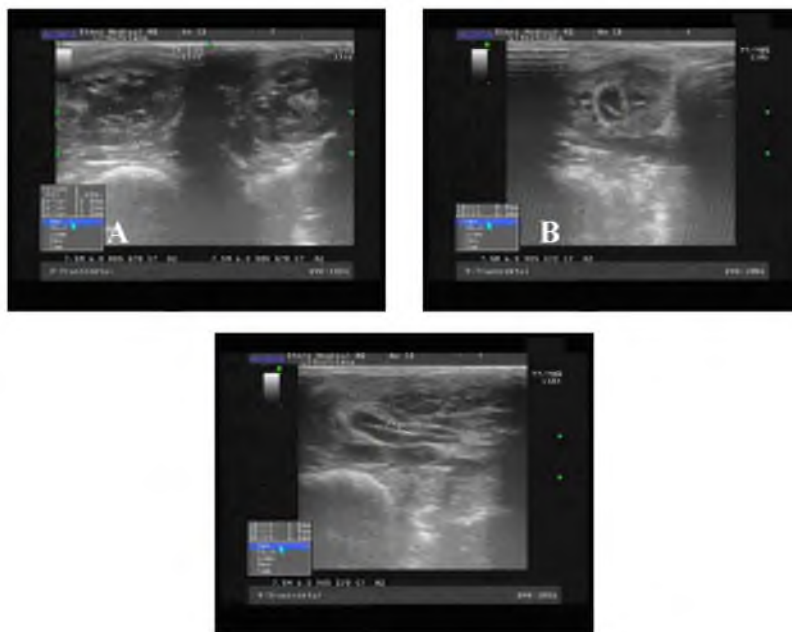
УЗИ 30 суток после имплантации стента. А – увеличение правой почки, расширение ЧЛС в просвете стент; В – просвет лоханки со стентом; С – проксимальный отдел мочеточника со стентом
